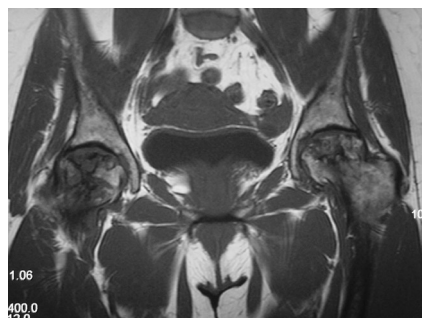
RM: Osteonecrosis bilateral estadio III-IV en enfermedad de Gaucher.
